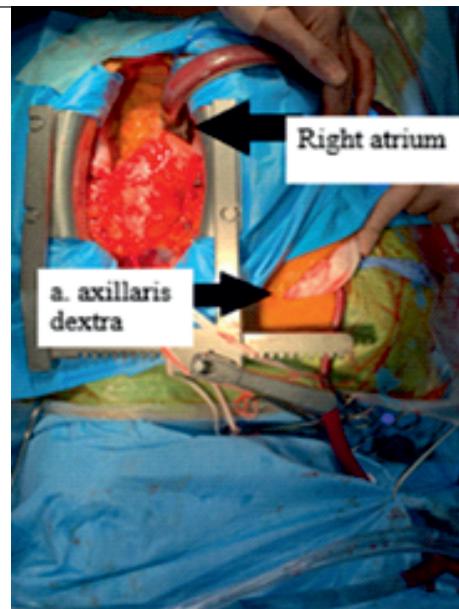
Подготовка к комбинированной перфузии
